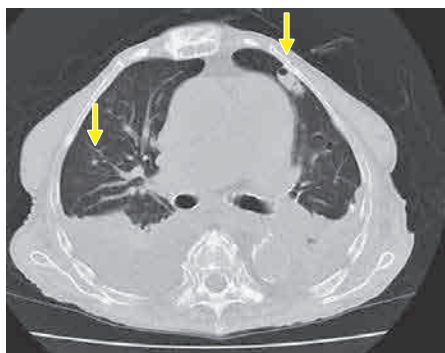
入院約 1 ヶ月後 CT. 浸潤影は縮小したもの (赤矢印), 新規に左舌区, 右中葉の結節影が出現し (黄矢印), 胸水貯留がみられる.
